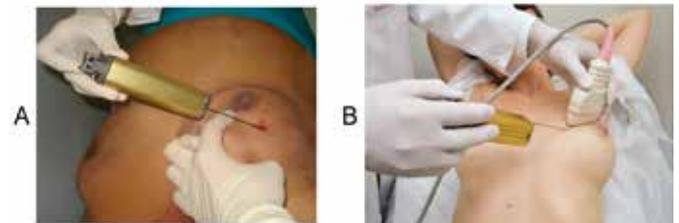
Biópsia por agulha grossa ou core biopsy. A. Mão livre. B. Guiada por ultrassonografia. C. Ultrassonografia de core biopsy. Agulha posicionada antes do disparo.
